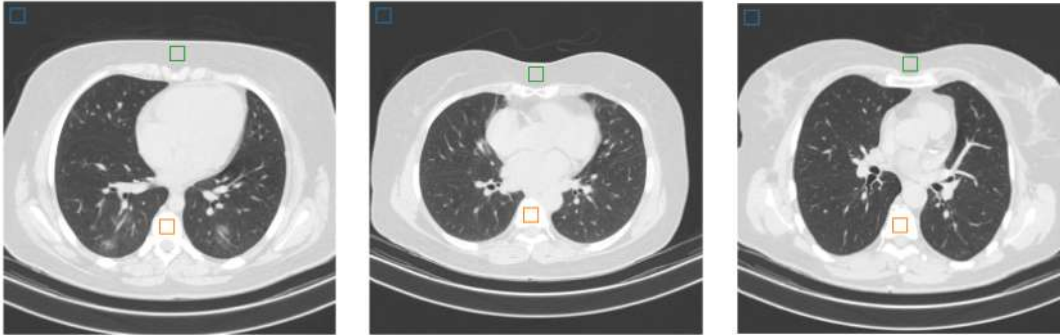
Visualización de las regiones de interés (ROI). Región A (color verde), correspondiente al músculo del pecho; region B (color naranja), correspondiente al hueso; y la ROI_{ruido} (color azul), correspondiente al fondo, en tres tomografías computarizadas de corte axial de tórax diferentes.
